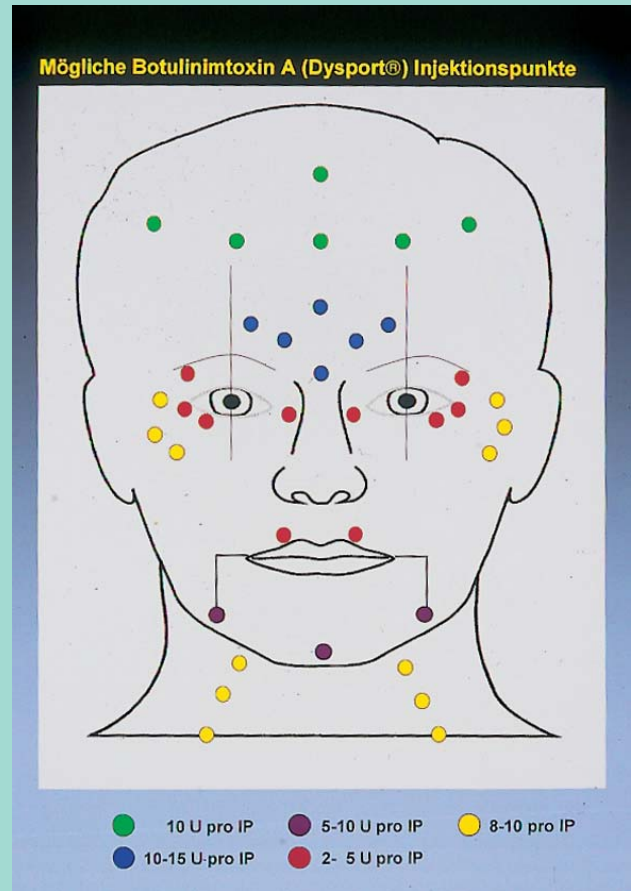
▲ Mögliche BT-A- (Dysport®) Injektionspunkte (IP)
